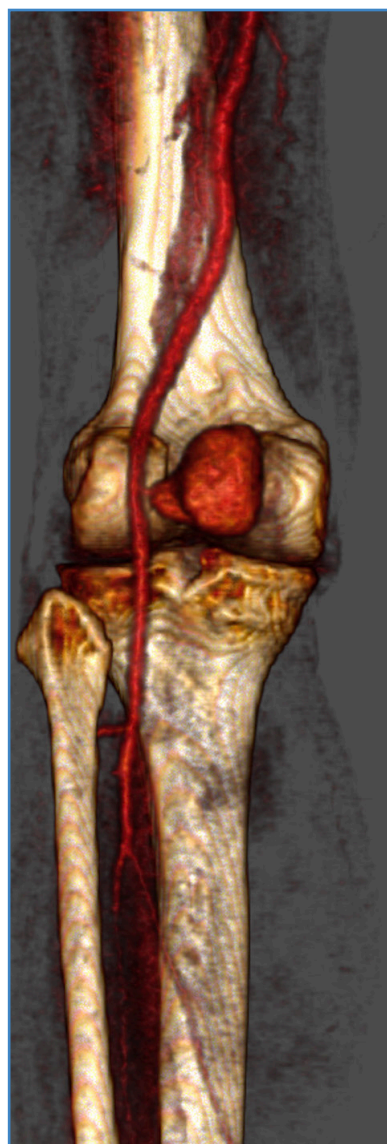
Angiografía por tomografía computarizada donde se aprecia voluminoso pseudoaneurisma poplíteo con un cuello pequeño y estrecho localizado en la 2.ª porción de la arteria poplítea.
